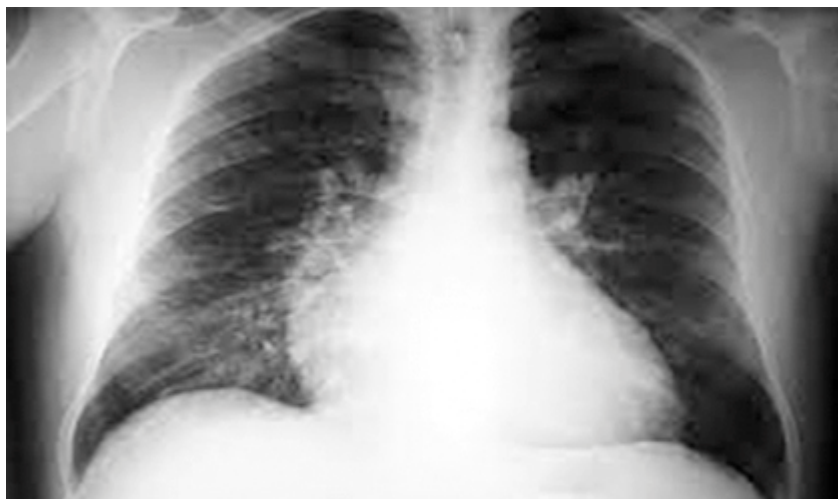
Telerradiografía en paciente con CCC. ICT incrementado, signos congestión e hipertensión venocapilar.
